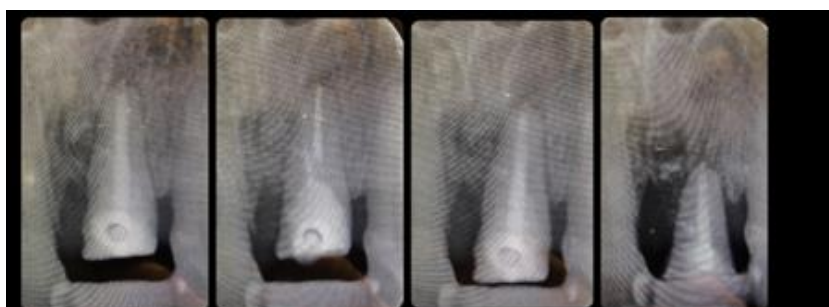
Рентгенологические снимки в процессе лечения
